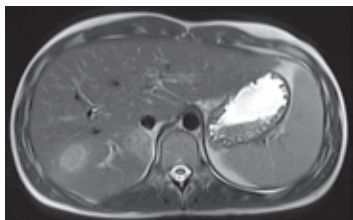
МРТ органов брюшной полости от 08.08.2025
